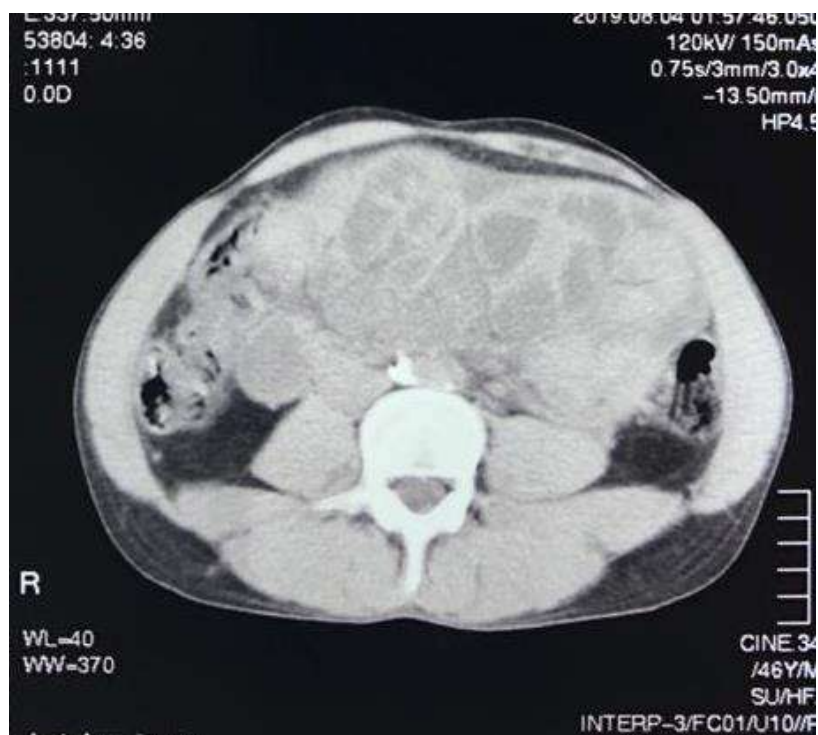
Tomografia computadorizada de abdome demonstrando aglomeração de alças intestinas de delgado, ectasiadas, envoltos por uma capa fibrótica
